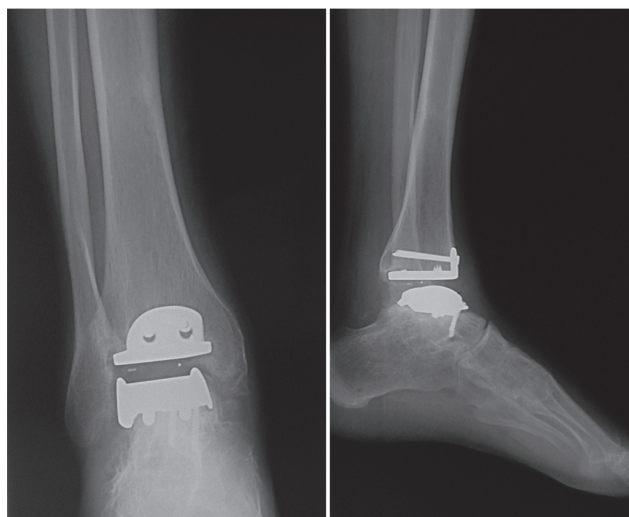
Рентгенограммы правого голеностопного сустава через год после эндопротезирования
